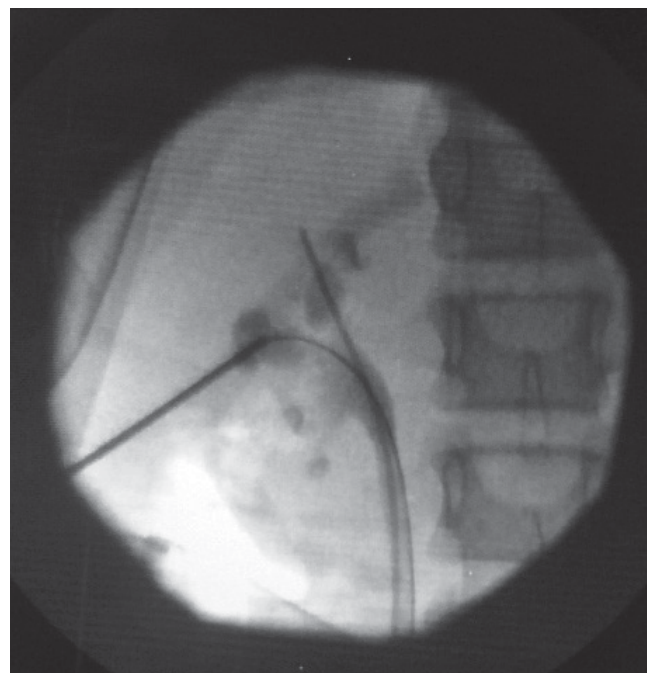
Рентгеноскопія – пункційна голка, провідник та сечовідний катетер у законтрастованій чашечково-мисковій системі
